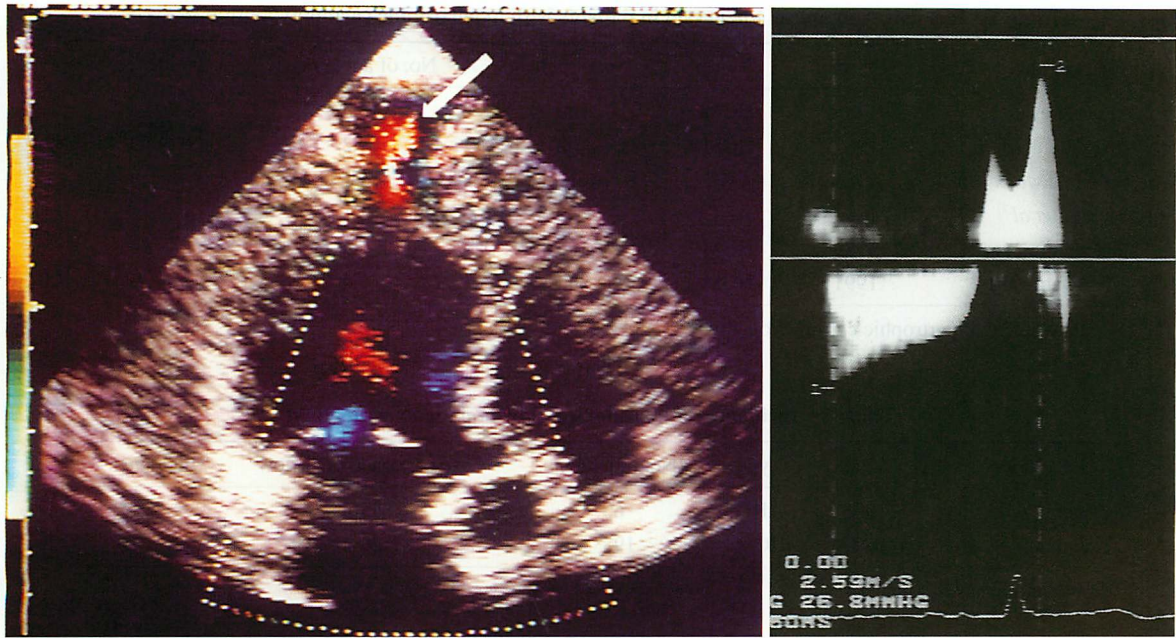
Color Doppler and continuous wave Doppler images taken in 1994
